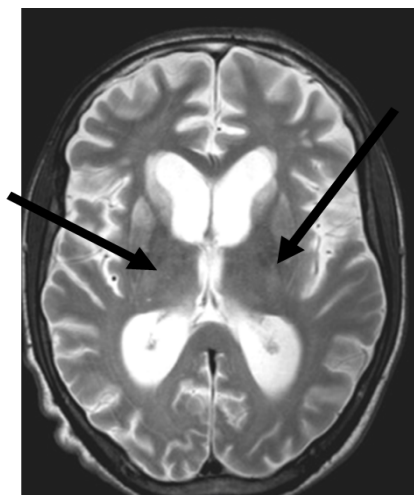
МРТ головного мозга пациента Р. – признаки атрофии мозга с вторичной гидроцефалией. Стрелками указаны постинсультные изменения в подкорковых ядрах
